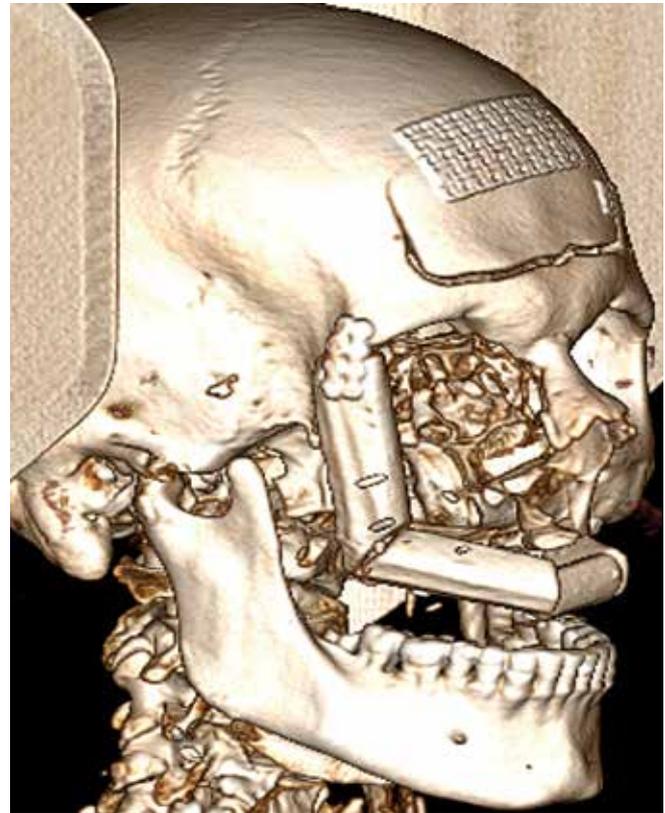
Компьютерная томография черепа. Позиционированный малоберцовый трансплантат. Реконструкция после субтотального дефекта средней трети лица в ходе резекции костей лицевого скелета с использованием программного обеспечения и 3D-печати
